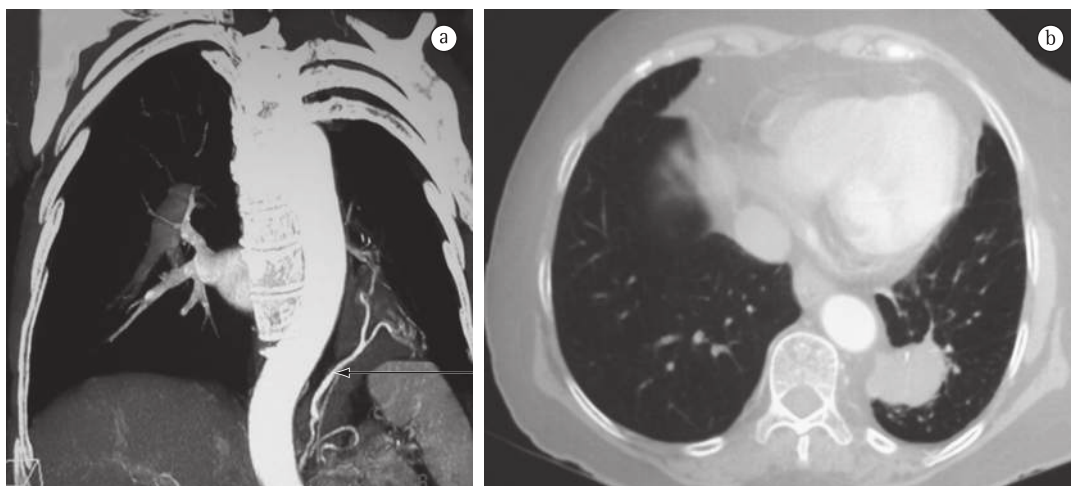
Sequestração pulmonar intralobar. Em a, TC de tórax demonstrando suprimento arterial (seta) de tecido pulmonar em lobo inferior esquerdo. Em b, localização de sequestro pulmonar intralobar em segmento basal posterior de lobo inferior esquerdo.
